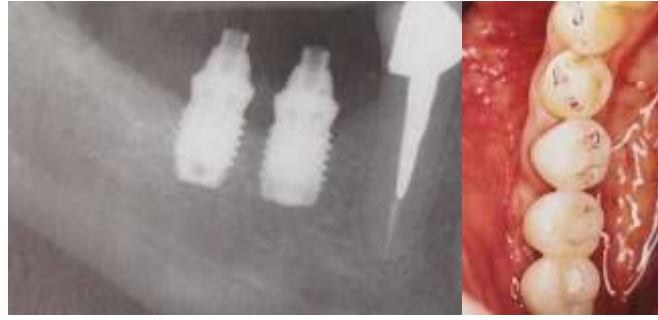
radiographie de deux implants en position 36-37 terminale. Photographie lors de la pose des prothèses. Les tables occlusales ont été réduites afin d'impliquer les dents naturelles lors des mouvements de latéralité.
